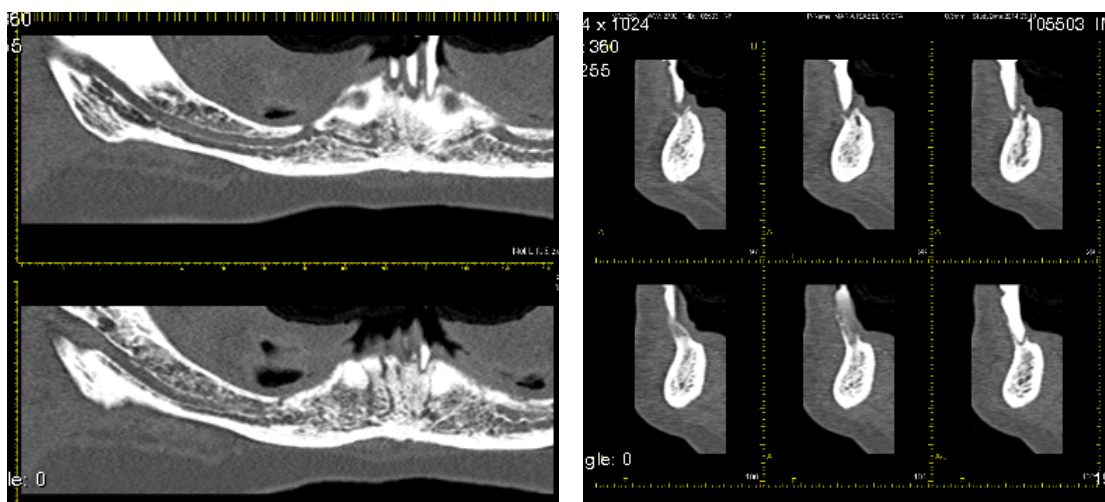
(esquerda) TAC mandibular com corte coronal. Visualização da localização superficial do nervo alveolar inferior, disponibilidade óssea na região mentoniana e reduzida no corpo da mandíbula.
